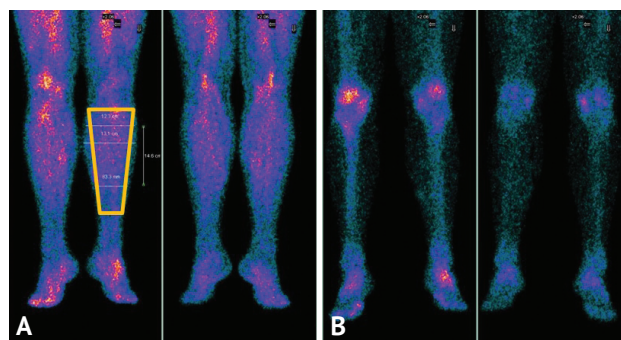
Пациент К. Трехфазная сцинтиграфия с ^{99m}Tc -пирфотехом (А — тканевая фаза; В — костная фаза) — определяется диффузное снижение накопления радиофармпрепарата в мягких тканях проксимальной и средней третей голени в фазе тканевого кровотока; в костной фазе очагов гиперфиксации, подозрительных на зоны некроза не выявлено
